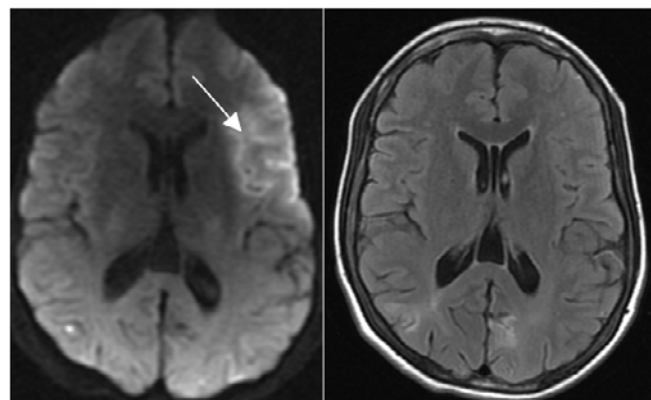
MISMATCH DWI/FLAIR: EVIDENCIADO NOVO FOCO DE RESTRIÇÃO DE DIFUSÃO, SEM EVIDÊNCIA DE ALTERAÇÃO NO FLAIR.
